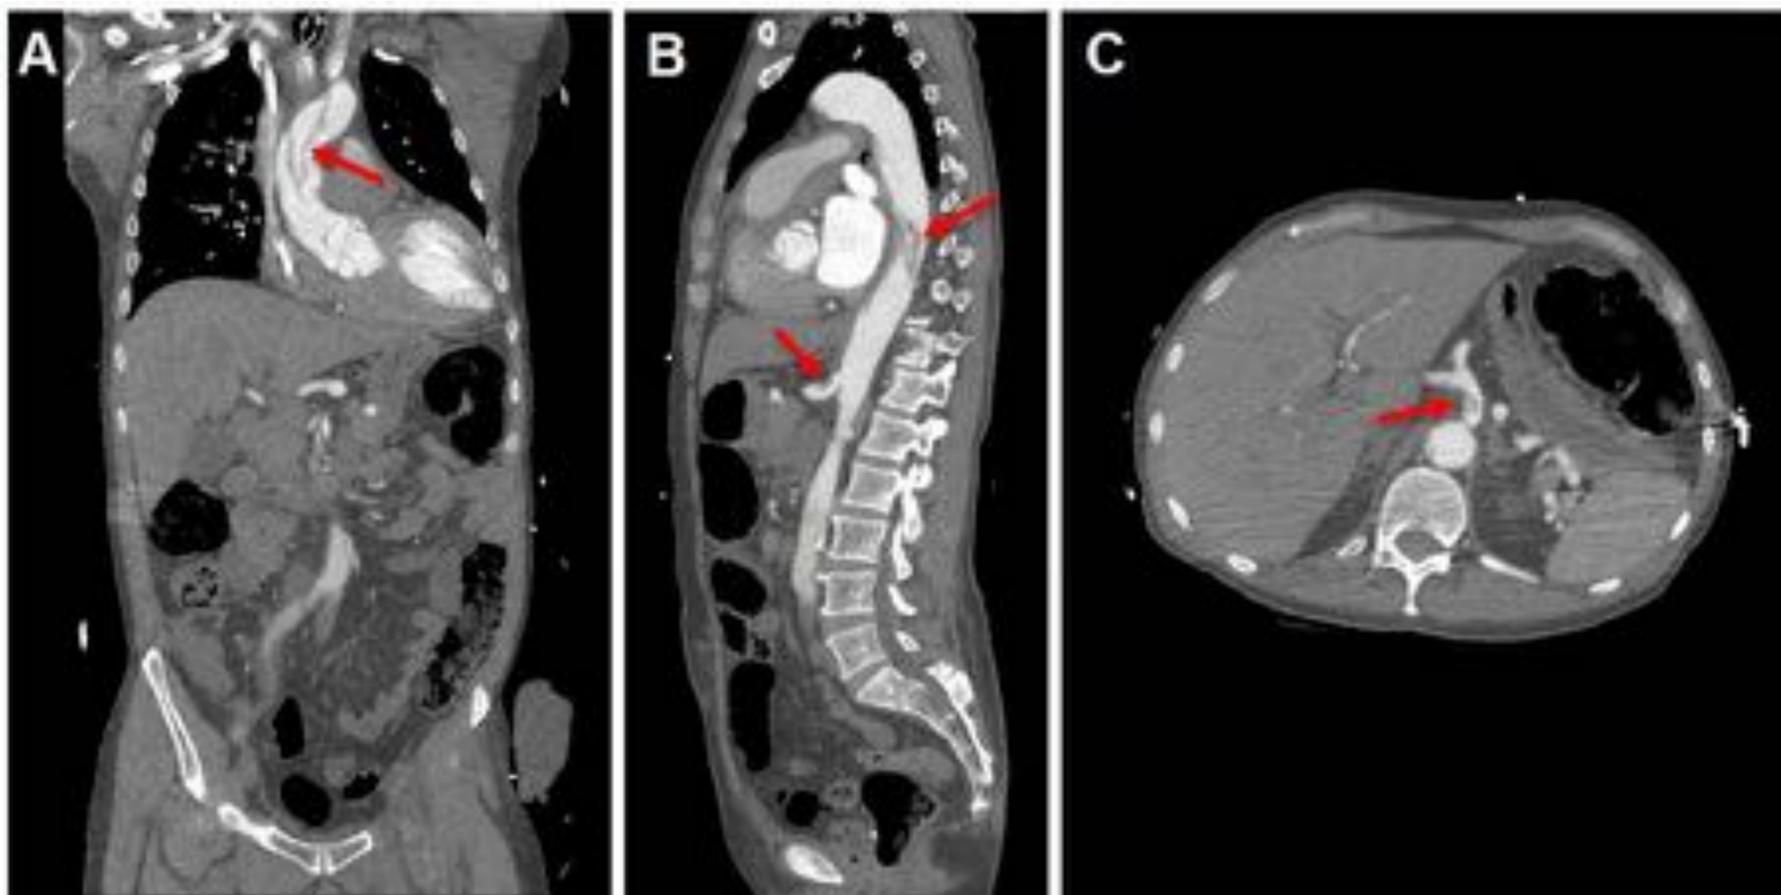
Reconstrucciones coronal (A) y sagital (B) y corte axial (C) de TC toraco-abdominal con contraste iv en fase arterial temprana. Disección de aorta tipo A de Stanford (las flechas rojas señalan el flap intimal).
